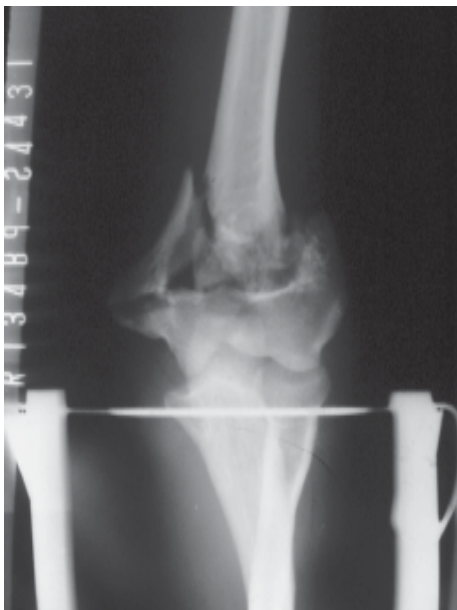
Radiografía frontal del codo. Fractura completa del tercio distal del húmero.
